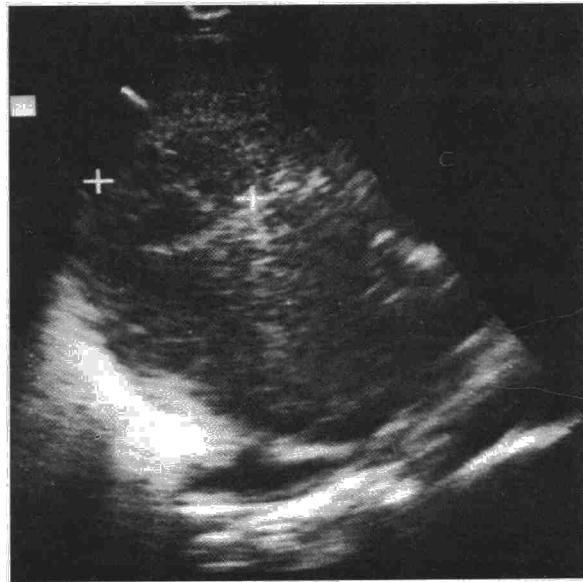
Ecografía hepática: absceso de 6 cm en lóbulo derecho hepático.
